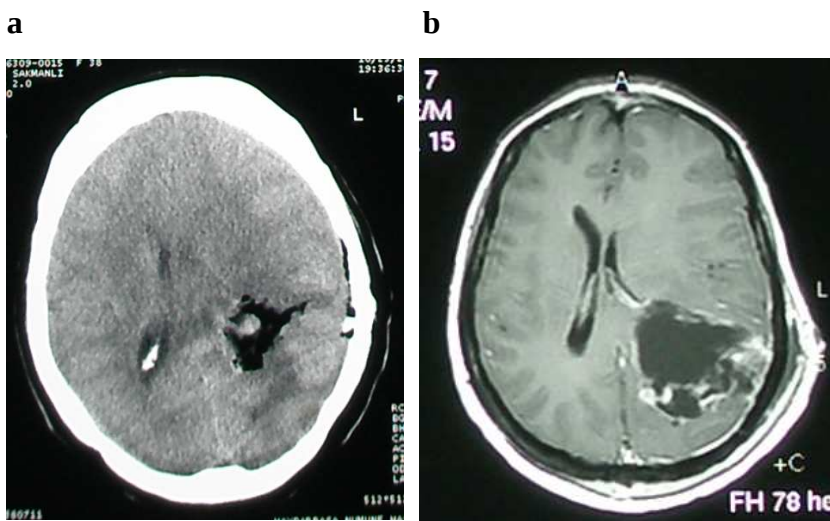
Preoperatif görüntüleme. (a) Kontrastlı aksiyel kranial BT kesiti. (b) T1 kontrastlı aksiyel MRG kesiti
